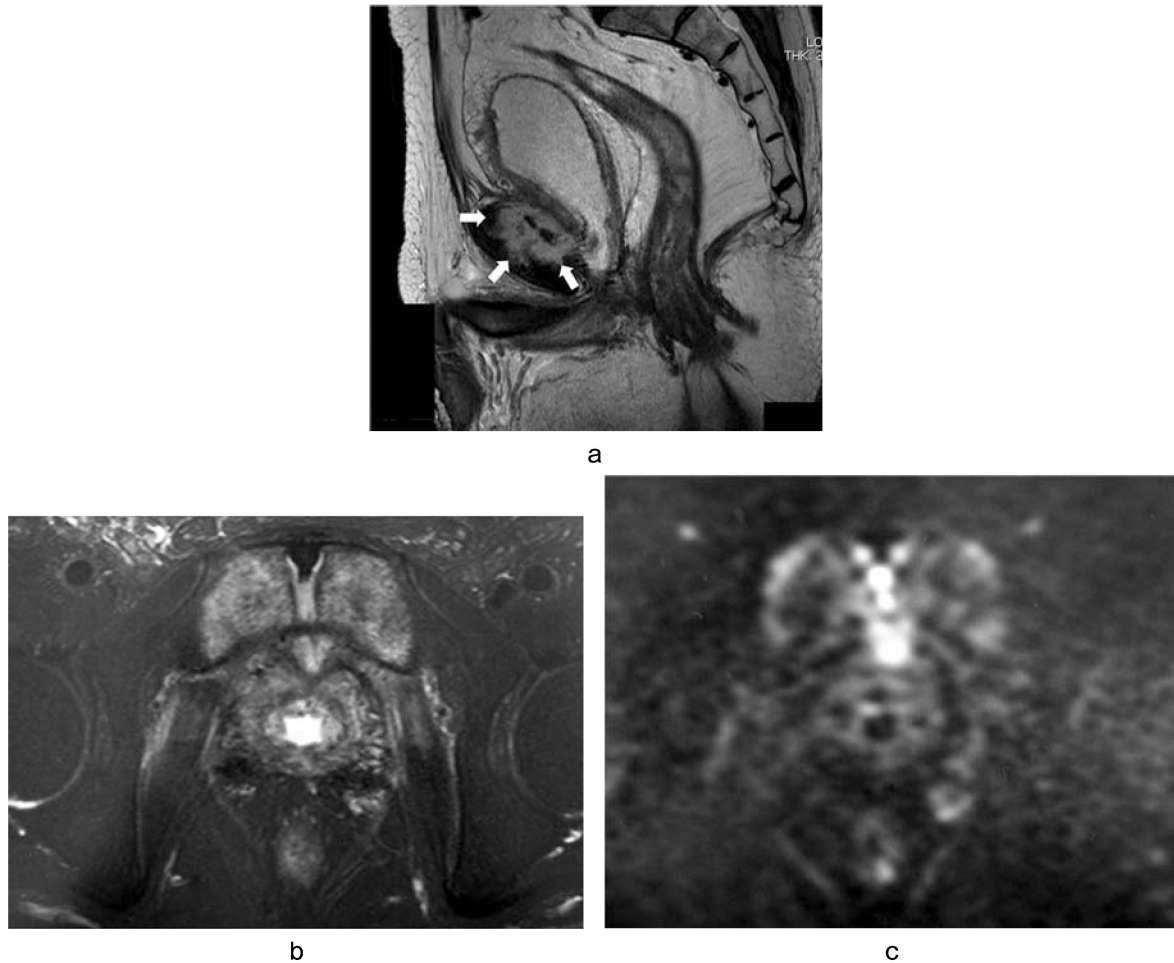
Pelvic MRI revealed inflammation of the pubic area, and pubic bone osteomyelitis (arrows) was suspected (a: sagittal view of T2-weighted image, b: axial view of fat-suppression T2-weighted image, c: axial view of diffusion weighted image).
